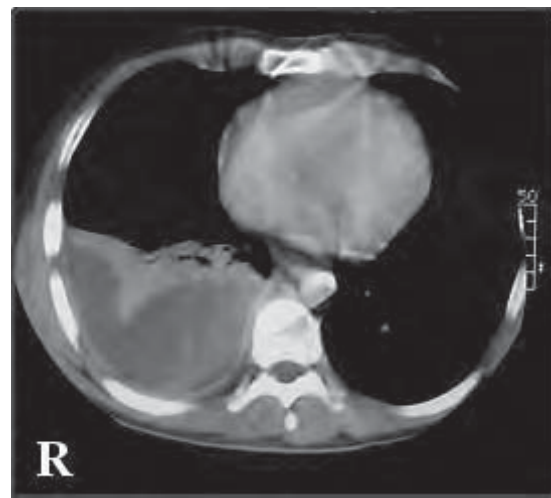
/4. Tomografía axial computada de tórax donde se observa un derrame pleural derecho secundario a una neumopatía aguda.
